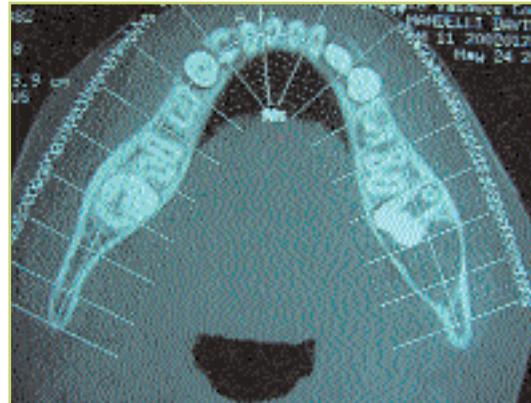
TAC. La lesione cistica appare estesa fino ai margini della corticale ossea.
